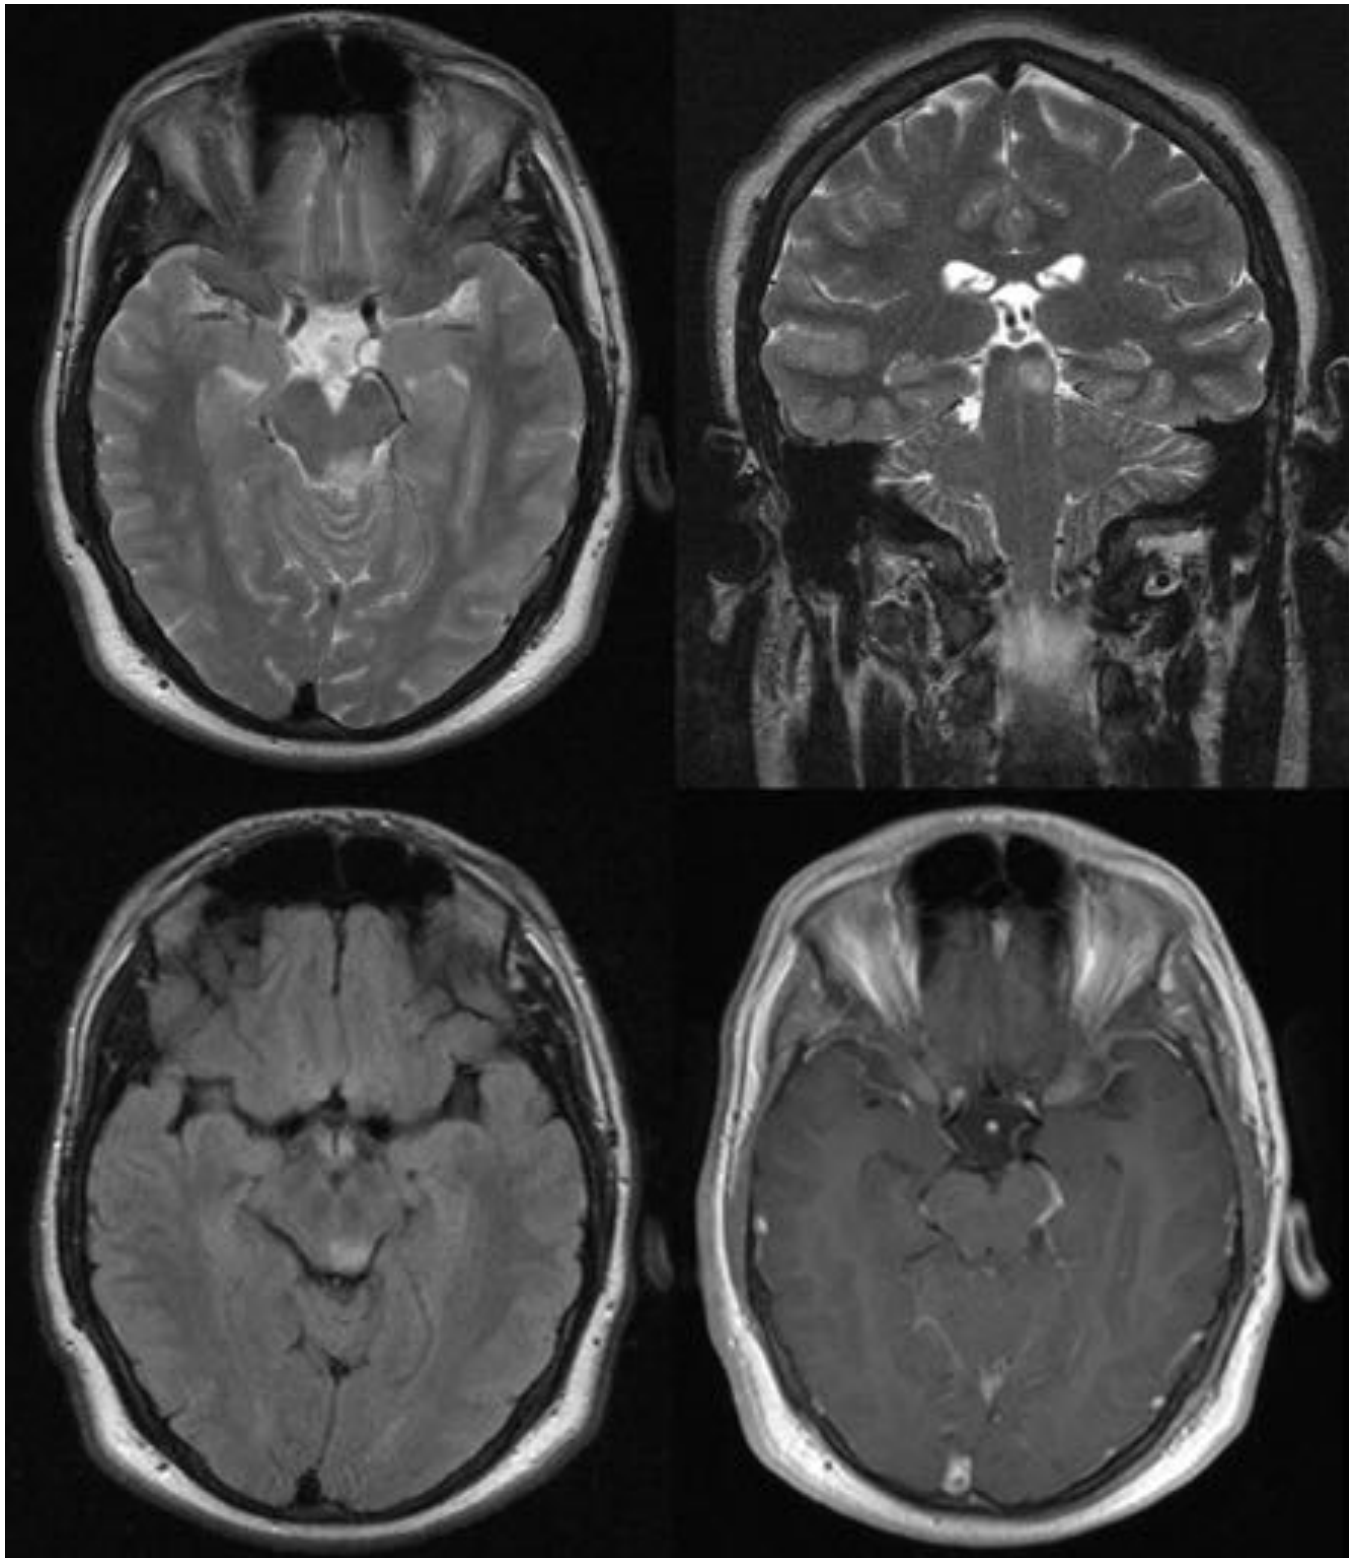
Lesión intraaxial discretamente hiperintensa en secuencias T2W y FLAIR, localizada en el colículo inferior izquierdo de la lámina cuadrigémina o tectum, en relación con glioma de tectum, que no presenta captación tras la administración de gadolinio (diagnóstico clínico-radiológico; estable durante 2 años).
